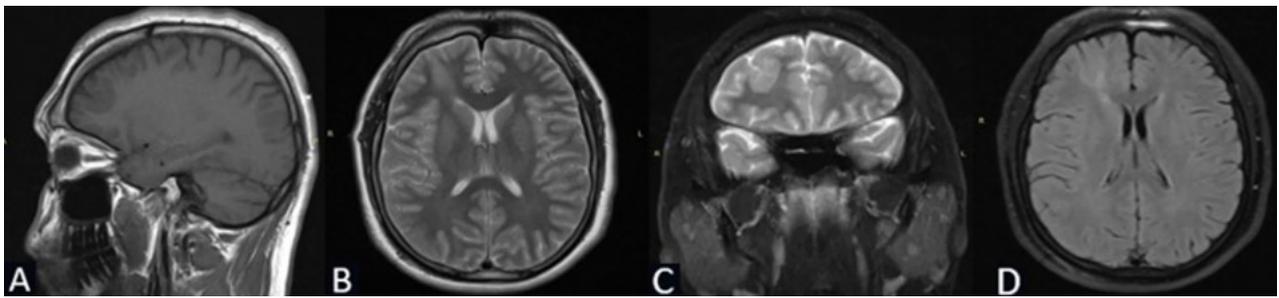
Caso 1: RM de cerebro. A) Secuencia T1. Corte sagital. B) Secuencia T2. Corte axial. C) Secuencia T2. Corte coronal. D) Secuencia T1 con contraste. Corte axial.
